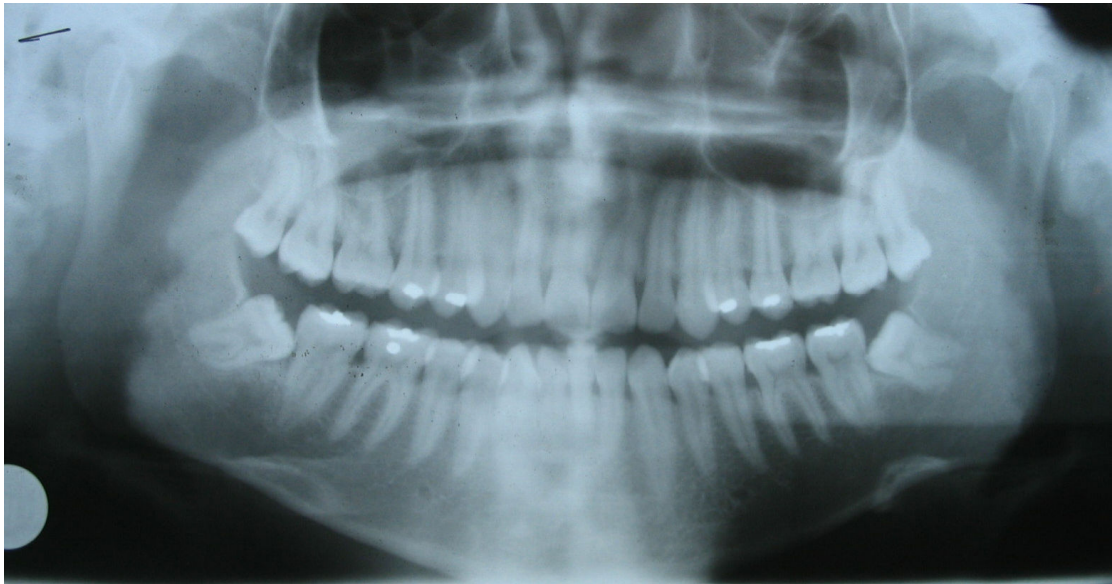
Radiografía Panorámica de un paciente de Sexo Masculino de 21 años de edad atendido en la Clínica Dental del HMC
